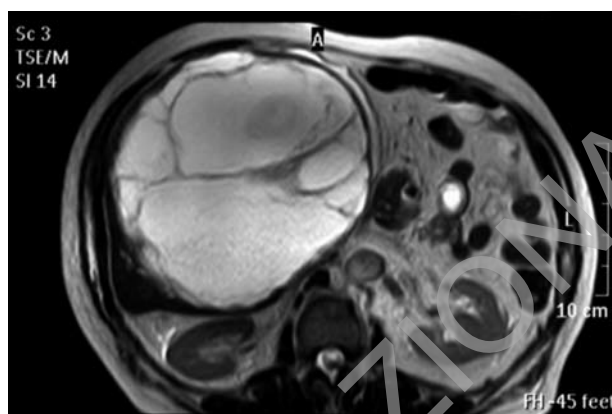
RMN: voluminosa formazione espansiva a contenuto sovrafluido, seppimentata, priva di enhancement vascolare.
